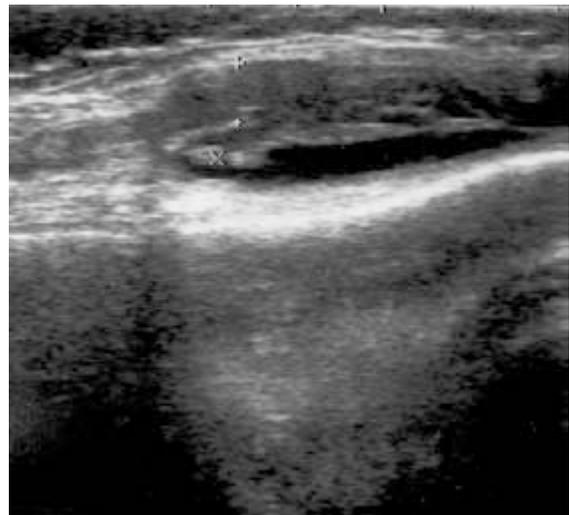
УЗИ коленного сустава до ЛТГТ
